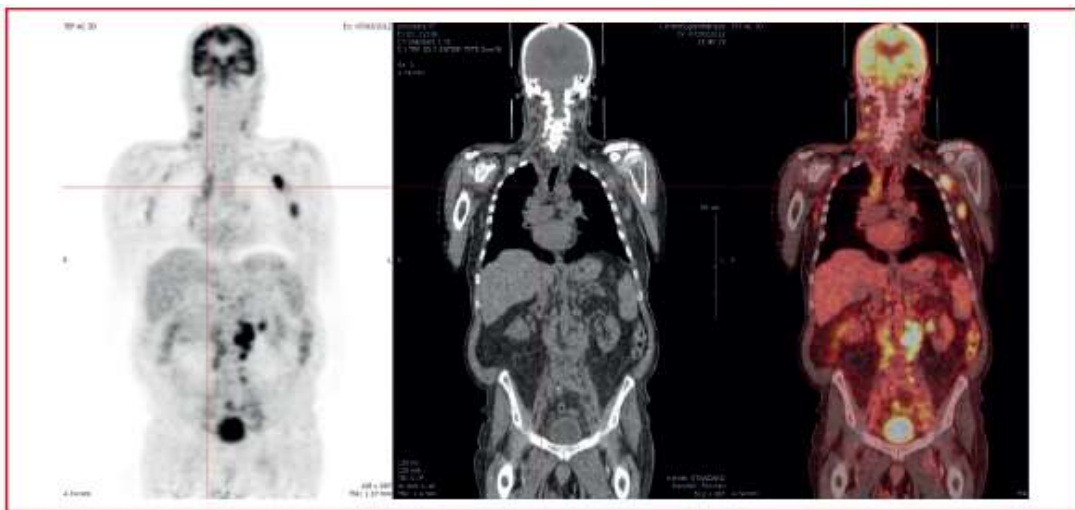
PET. Bilan initial d'un patient présentant un LF. Il existe des foyers d'hyperfixations cervicaux, axillaires gauches, médiastinaux et rétro-péritonéaux (service de médecine nucléaire de Rennes) (4)
